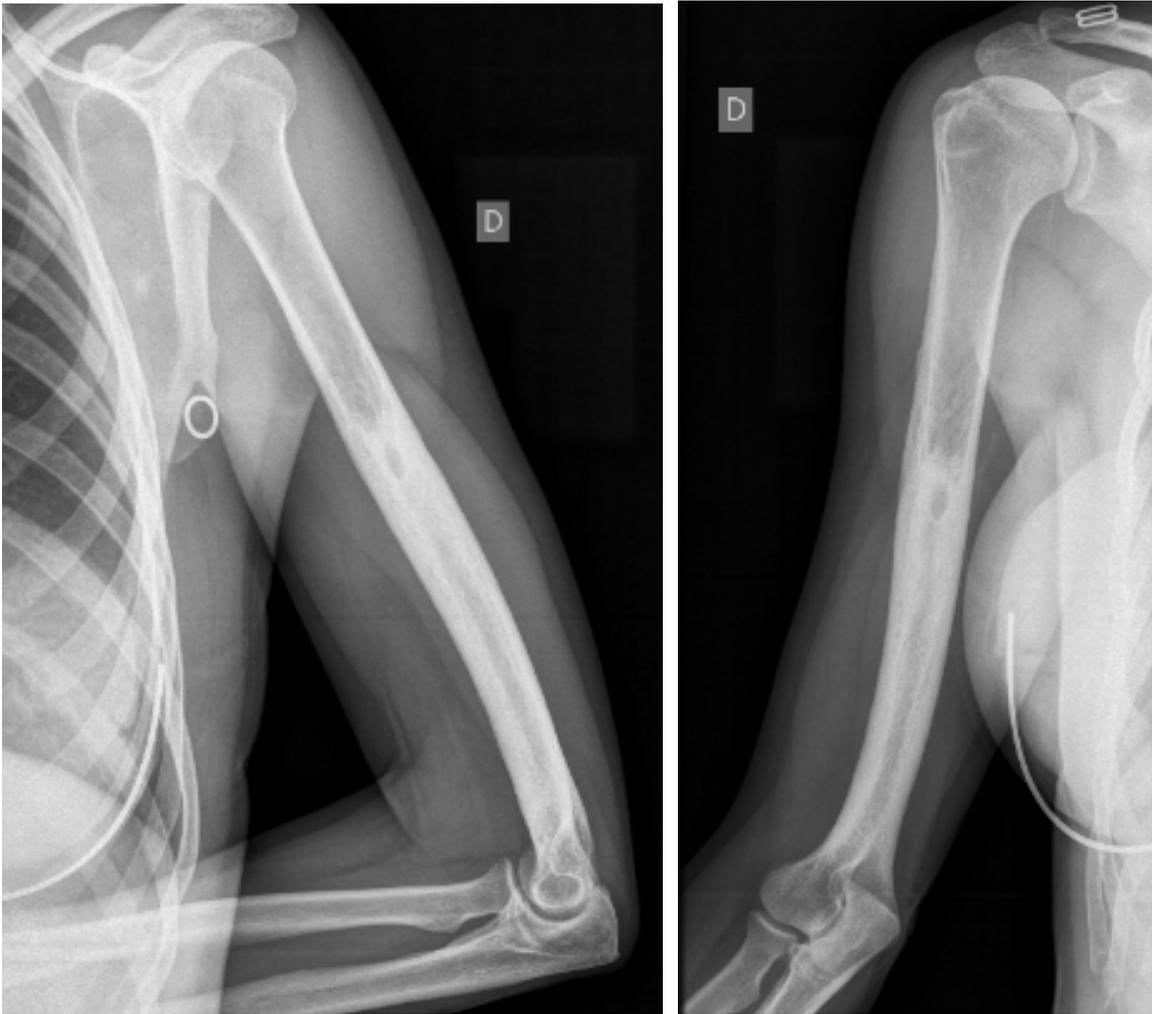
Radiographies de l'humérus droit d'Octobre 2011.
